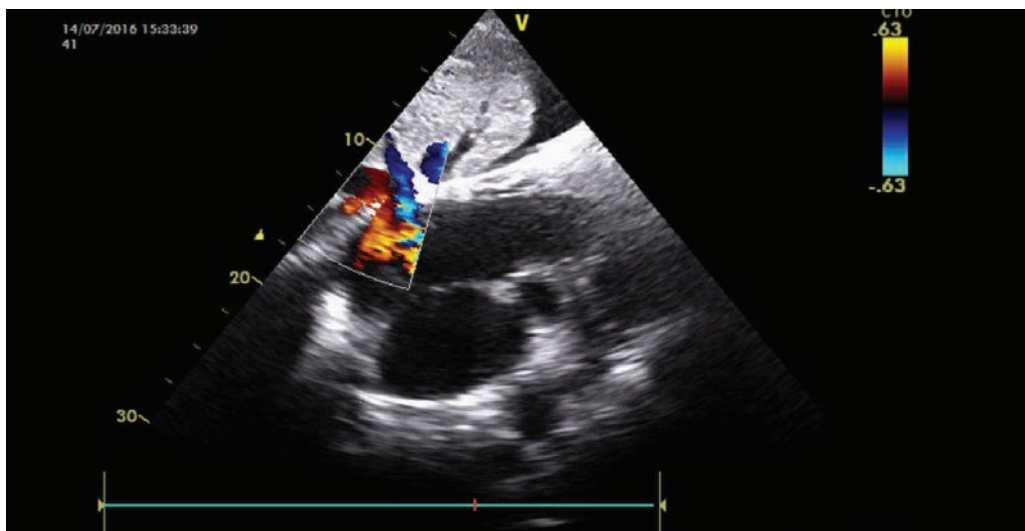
Ecocardiografie 2D+Doppler color. Cardiomiopatie restrictivă. Secțiune subcostală. (Pattern restrictiv de umplere ventriculară, dilatarea considerabilă a atriilor, regurgitare semnificativă la nivel de valve atrioventriculare, reflux din venele hepatice, ascită). Din arhiva Dr. Irina Cabac-Pogorevici
